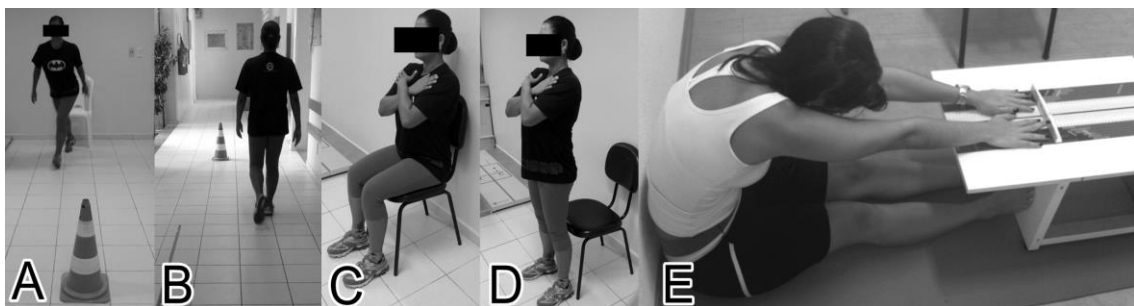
Testes funcionais: (A) TUGT (B) TC6 (C) e (D) Teste da Cadeira e (E) Banco de Wells.
